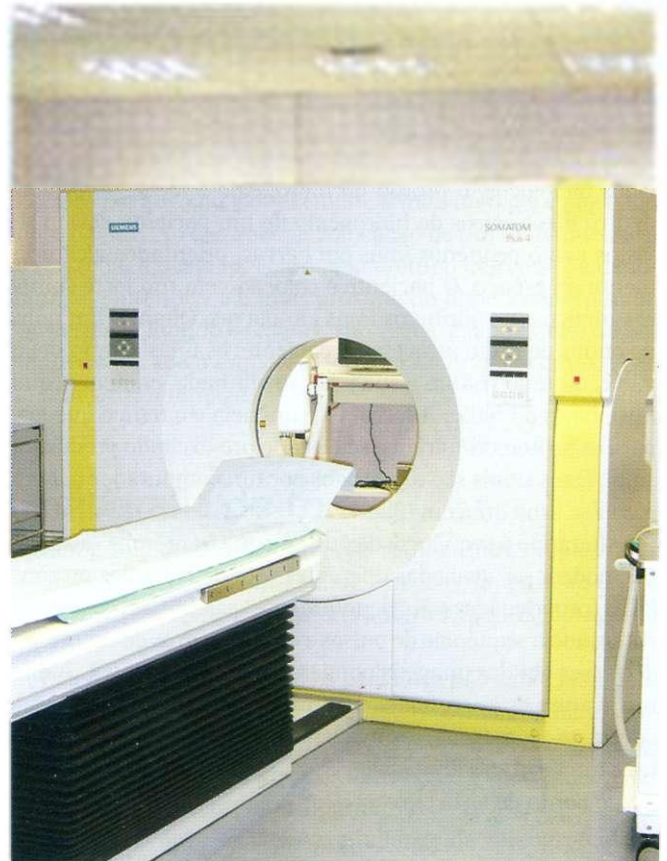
Scanner de tomografia computadorizada.
